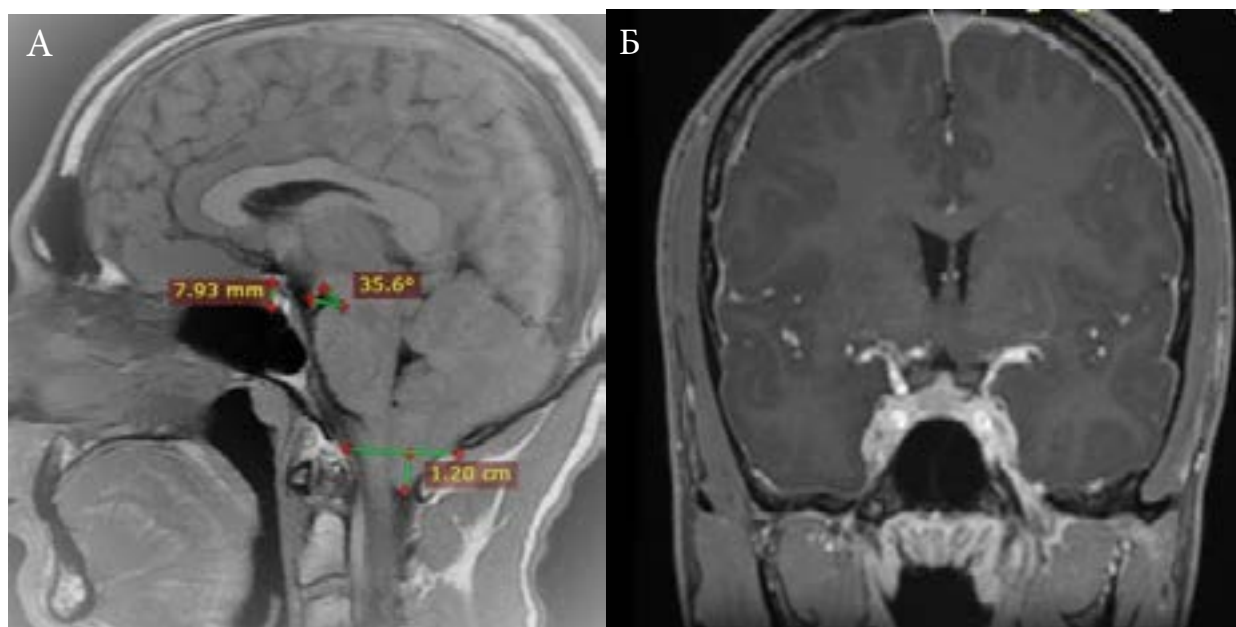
МР-томограммы головного мозга пациента Л., выполненные при поступлении в клинику:
